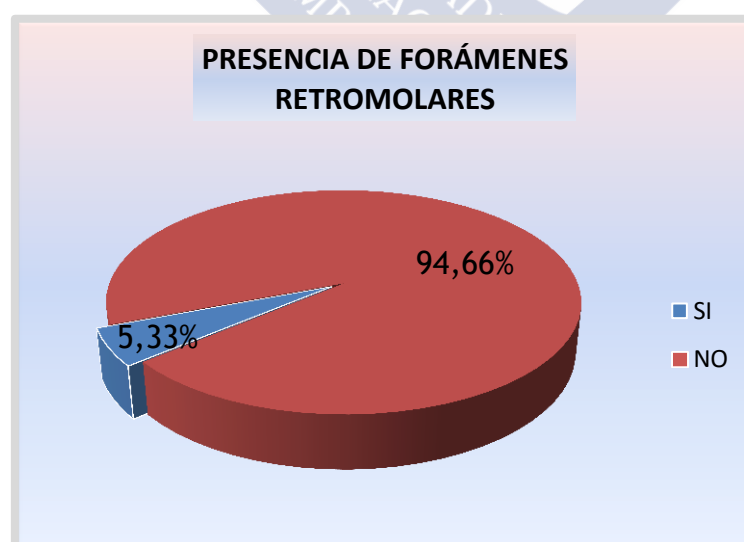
Prevalencia de forámenes retromolares en ortopantomografías.
